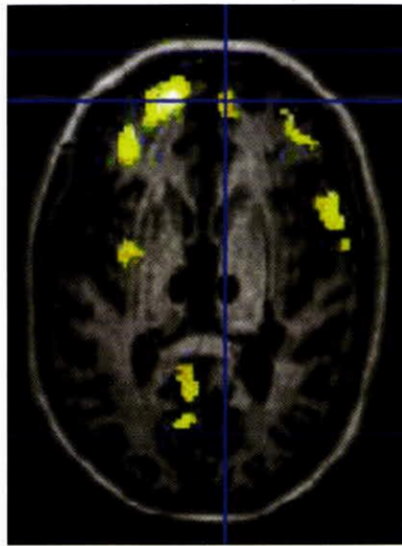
20-jährige Patientin im LIS nach einer Basilaristhrombose im Rahmen einer Vertebralisdissektion vor einem Jahr mit regulärer Gehirnaktivität in der funktionellen MRT, wie bei gesunden Probanden, beim Hören des eigenen Namens. Frontopolar paramedian beidseits im Gyrus frontalis superior sieht man Hirnaktivität, welche mit der Wahrnehmung der eigenen Persönlichkeit bei so genannten selbstreferentiellen Stimuli – wie etwa beim Hören des eigenen Namens oder bei Blickkontakt – mit einer anderen Person in Verbindung gebracht werden.
